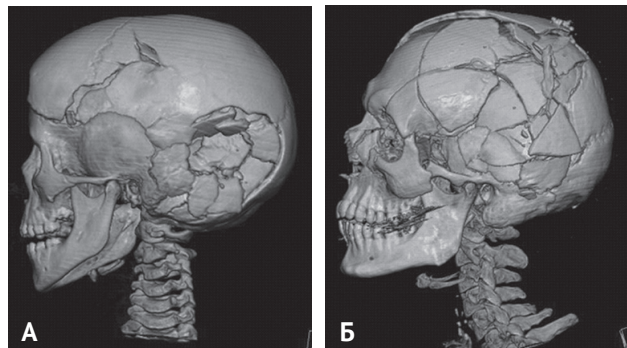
МСКТ при различных повреждениях черепа, причиненных тупыми твердыми предметами, 3D-реконструкция: А — вдавленные переломы костей черепа, полученные в результате воздействия тупого твердого предмета (предметов) с ограниченной поверхностью; Б — многооскольчатый перелом костей черепа. Повреждение причинено тупым твердым предметом с преобладающей поверхностью (падение с высоты)
